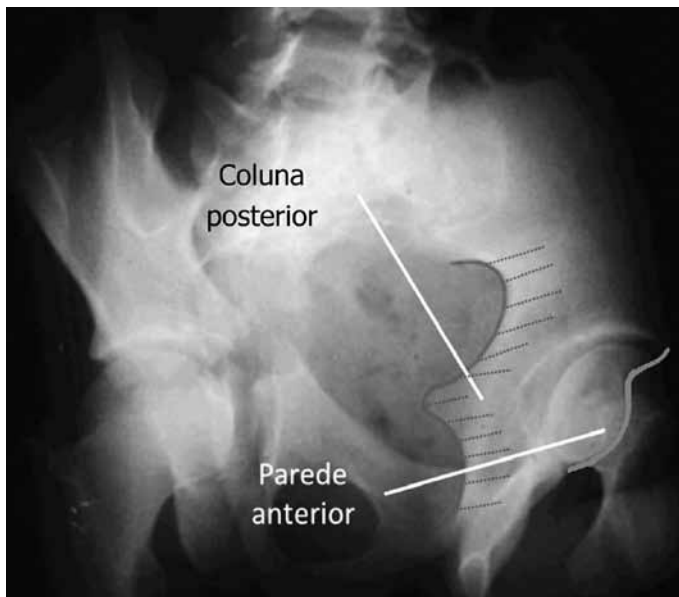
Radiografia de bacia em incidência alar do quadril esquerdo.
